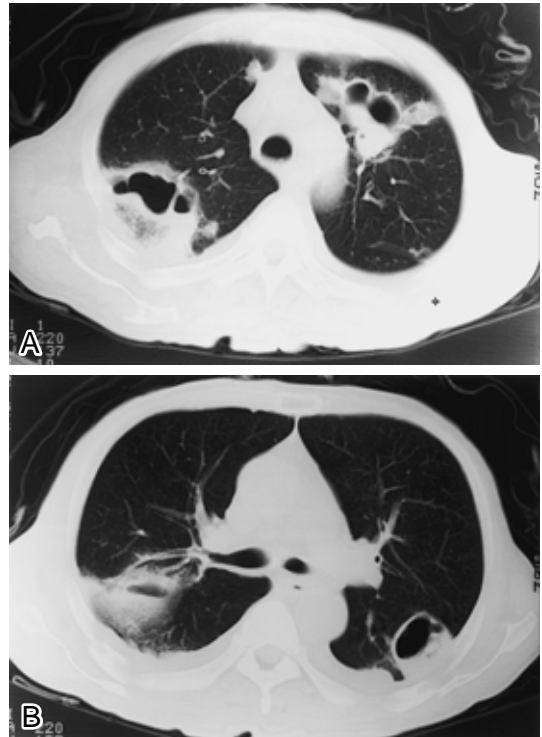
Chest CT scan on day 19 of hospitalization (February 2, 1999) showing bilateral areas of consolidations, which underwent extensive cavitation. Decreased bilateral effusion and multiple lung nodules with cavities can also be observed.
